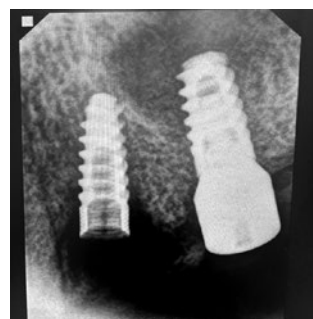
Локальные проявления периимплантита по рентгенологическому исследованию
